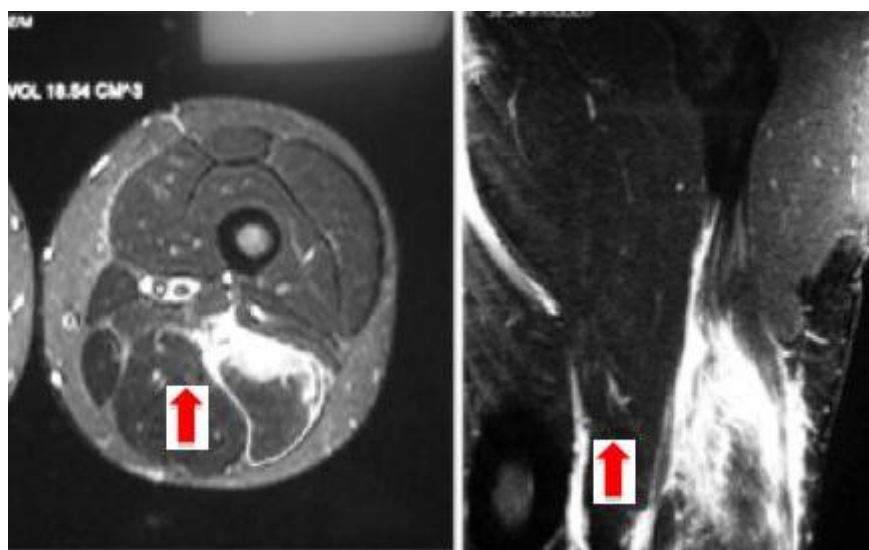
Imagem de ressonância magnética da coxa nas incidências axial (esquerda) e coronal (direita) evidenciando grande lesão da musculatura adutora, com edema importante (setas).
